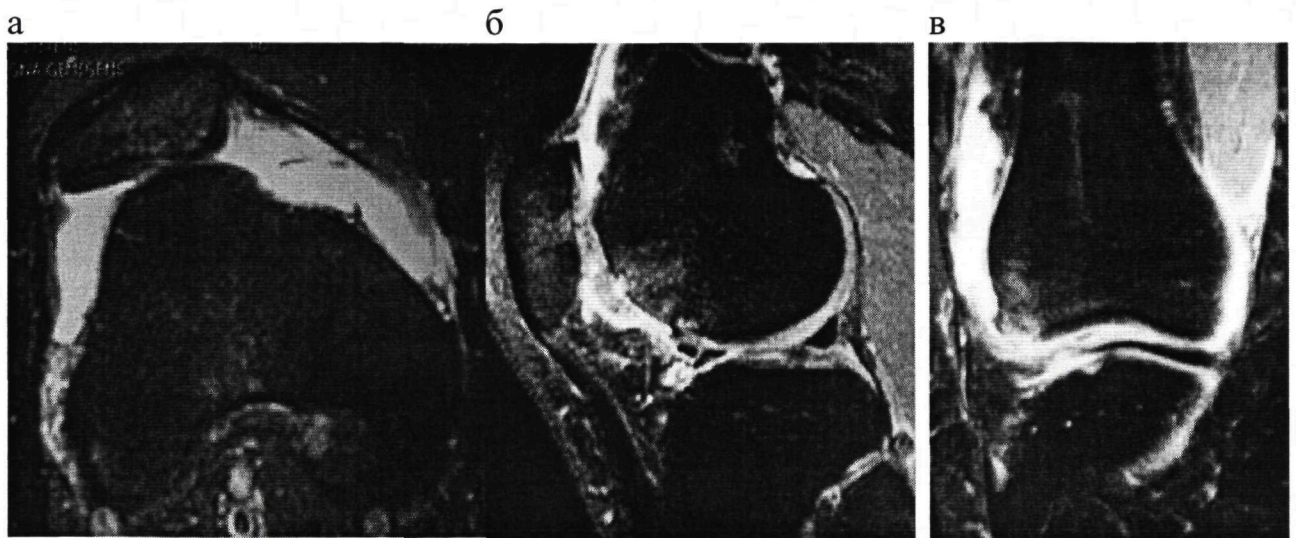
МРТ (а - аксиальные, б - сагиттальная, в - фронтальная проекции) правого коленного сустава пациентки Х., 23 лет, угол латерального наклона надколенника -22 градуса, латеральный подвывих надколенника, удлиненный медиальный удерживатель, остеохондральные дефекты медиального отдела
